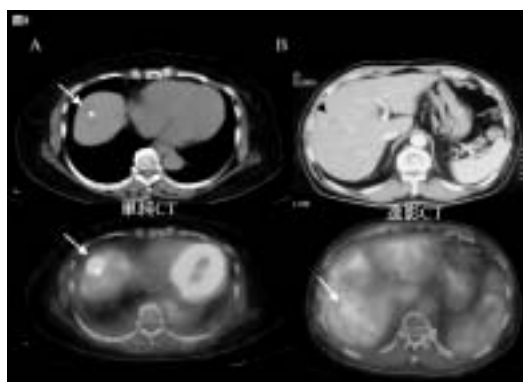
F-18 FDG PET/CTにより検出された肝転移巣
